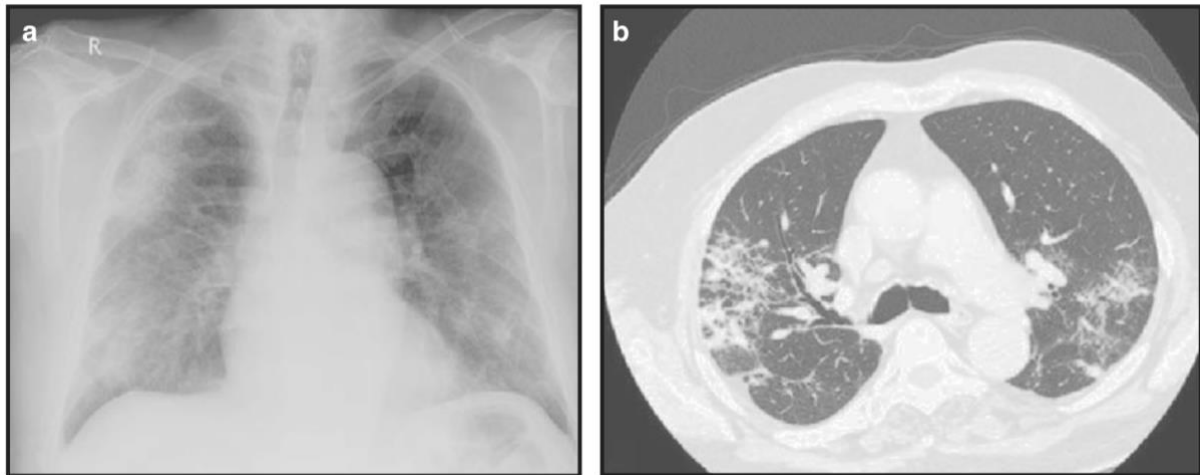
p.a. Röntgen-Thoraxaufnahme sowie CT Thorax eines 63-jährigen Patienten nach Amiodarontherapie (62).
